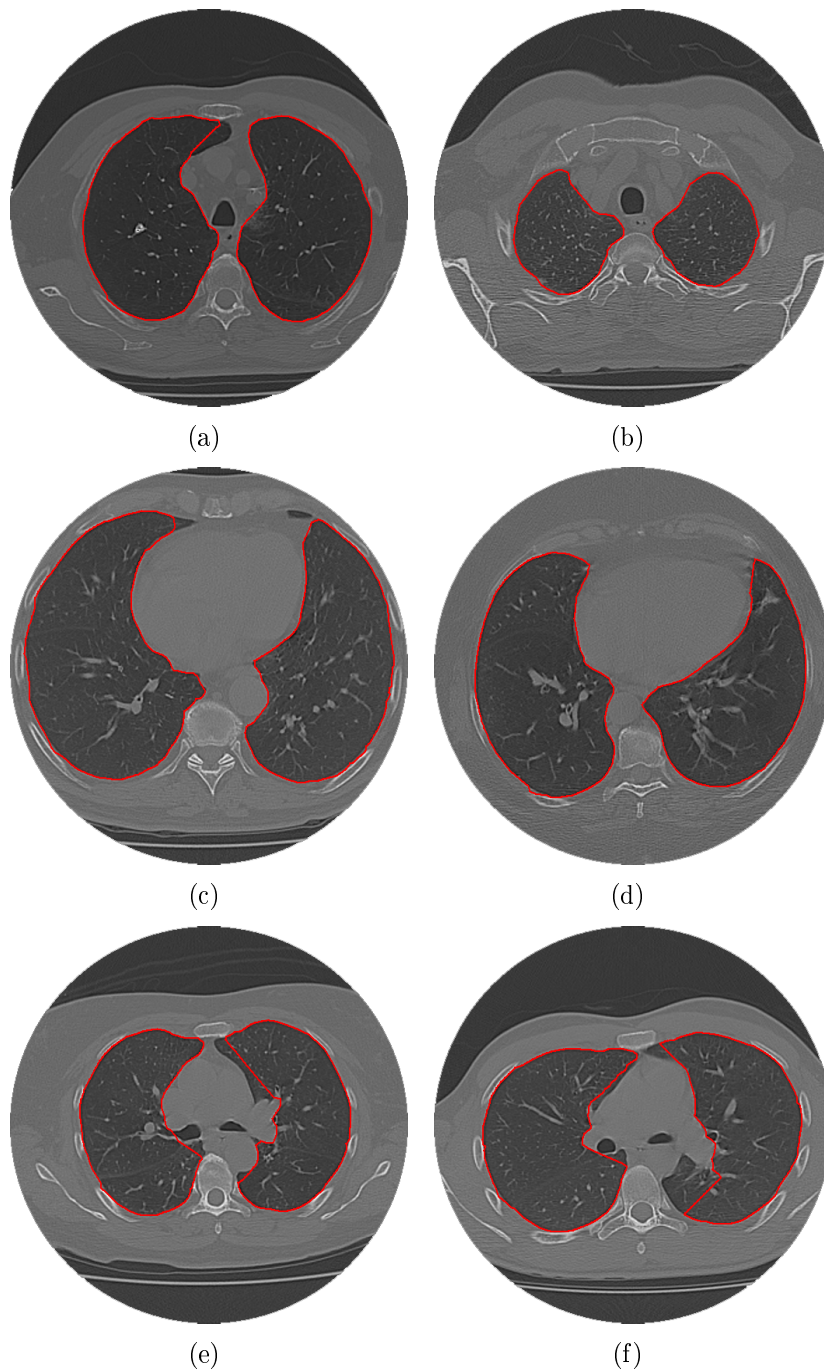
exemplos de segmentações dos pulmões em imagens de TC pelo método proposto a nível de: a) e b) ápice, c) e d) base, e) e f) hilo.
